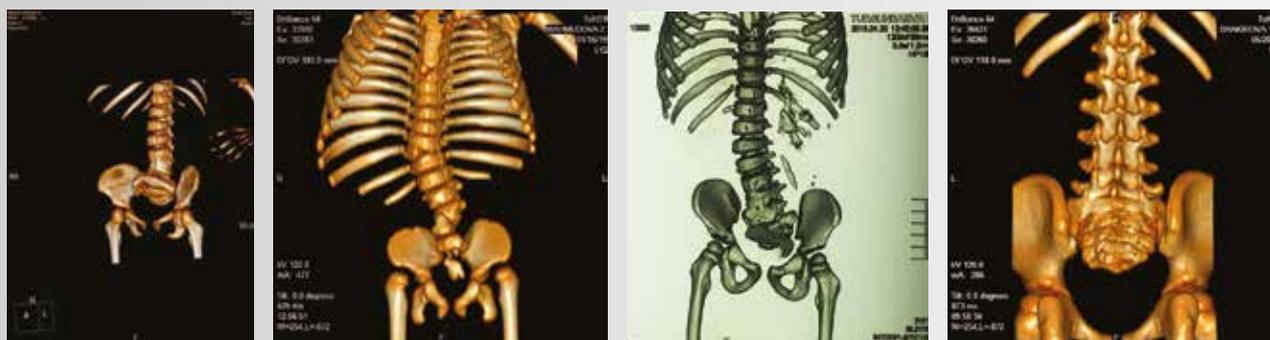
МСКТ, варианты аномалий позвоночника и строения тазового кольца у больных с ПК: а) гемисакрум, нарушение формы тазового кольца; б) полупозвонок в грудном и поясничном отделах, аплазия крестца, дисплазия тазобедренных суставов; в) деформация крестцовых позвонков, позвоночника и тазового кольца, гемисакрум; г) деформация крестцовых позвонков, агенезия копчика.
